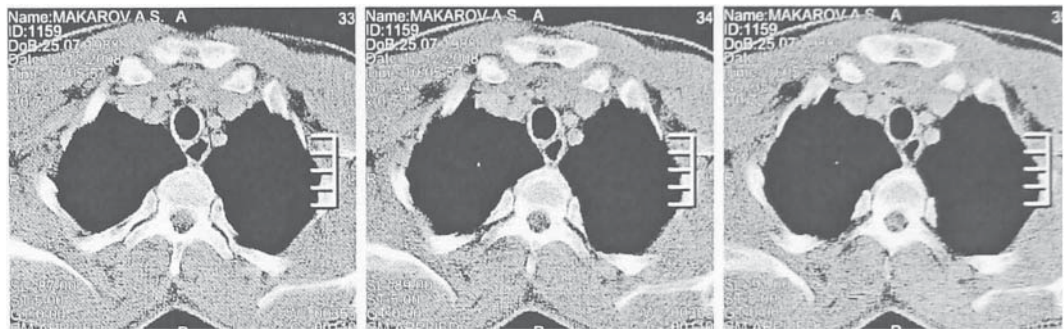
М-в А.С., 20 л. И.Б. № 477. Д-з: Myasthenia gravis. Генерализованная форма с бульбарными проявлениями, тяжелое течение. Операция – тимэктомия 22.01.2009 г. На серии КТ-грамм переднего средостения от 12.12.2008 г. на уровне рукоятки грудины определяется ткань тимуса и обильная жировая клетчатка переднего средостения.
